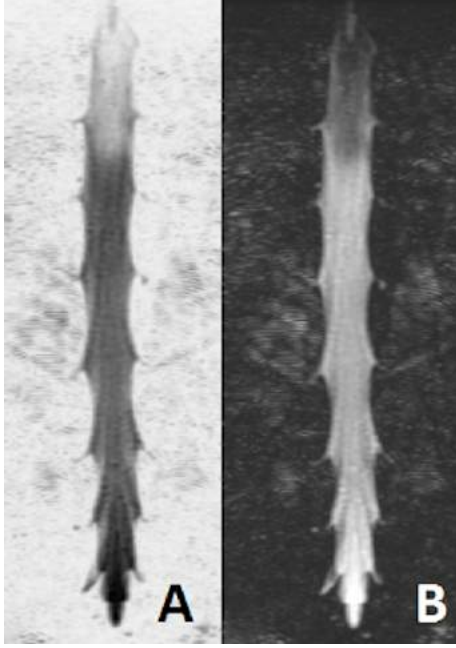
Lomber BT sonrası 3D MPR çalışması PA (A) ve lateral (B) üç boyutlu görünüm
